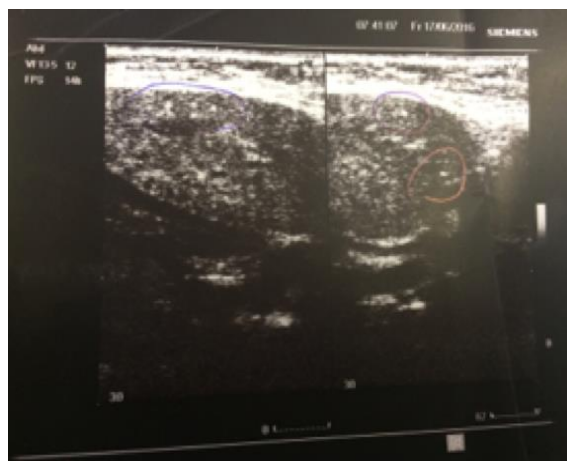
Картина УЗИ мягких тканей поднижнечелюстной области.
